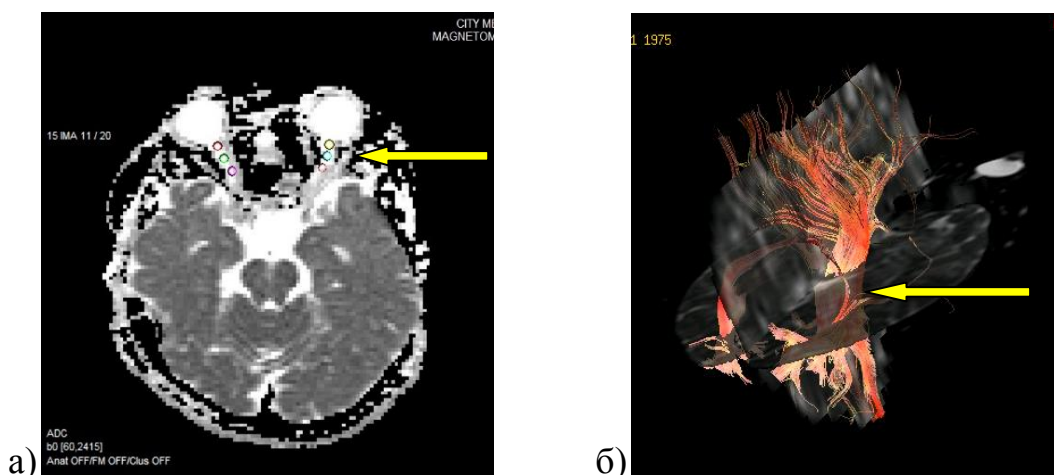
МРТ-трактография. а) ФА карта; б) трехмерный режим - отмечается истончение и обрыв нескольких нитей волокон зрительной лучистости.
